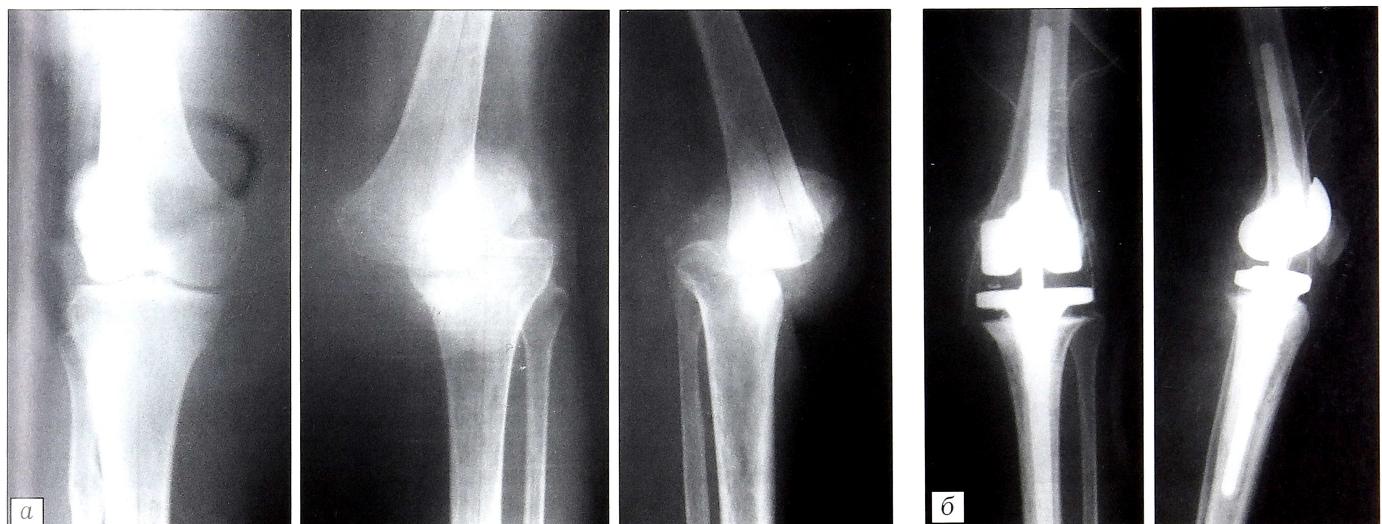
Рентгенограммы больной З. 61 года с последствиями остеомиелита до (а) и после (б) операции.
